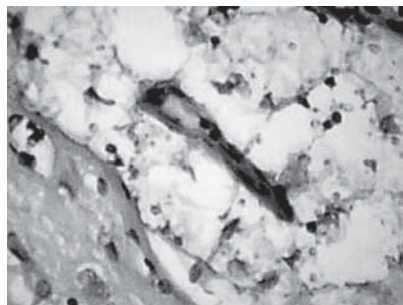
Периваскулярна інфільтрація КТ в ткани головного мозгу
